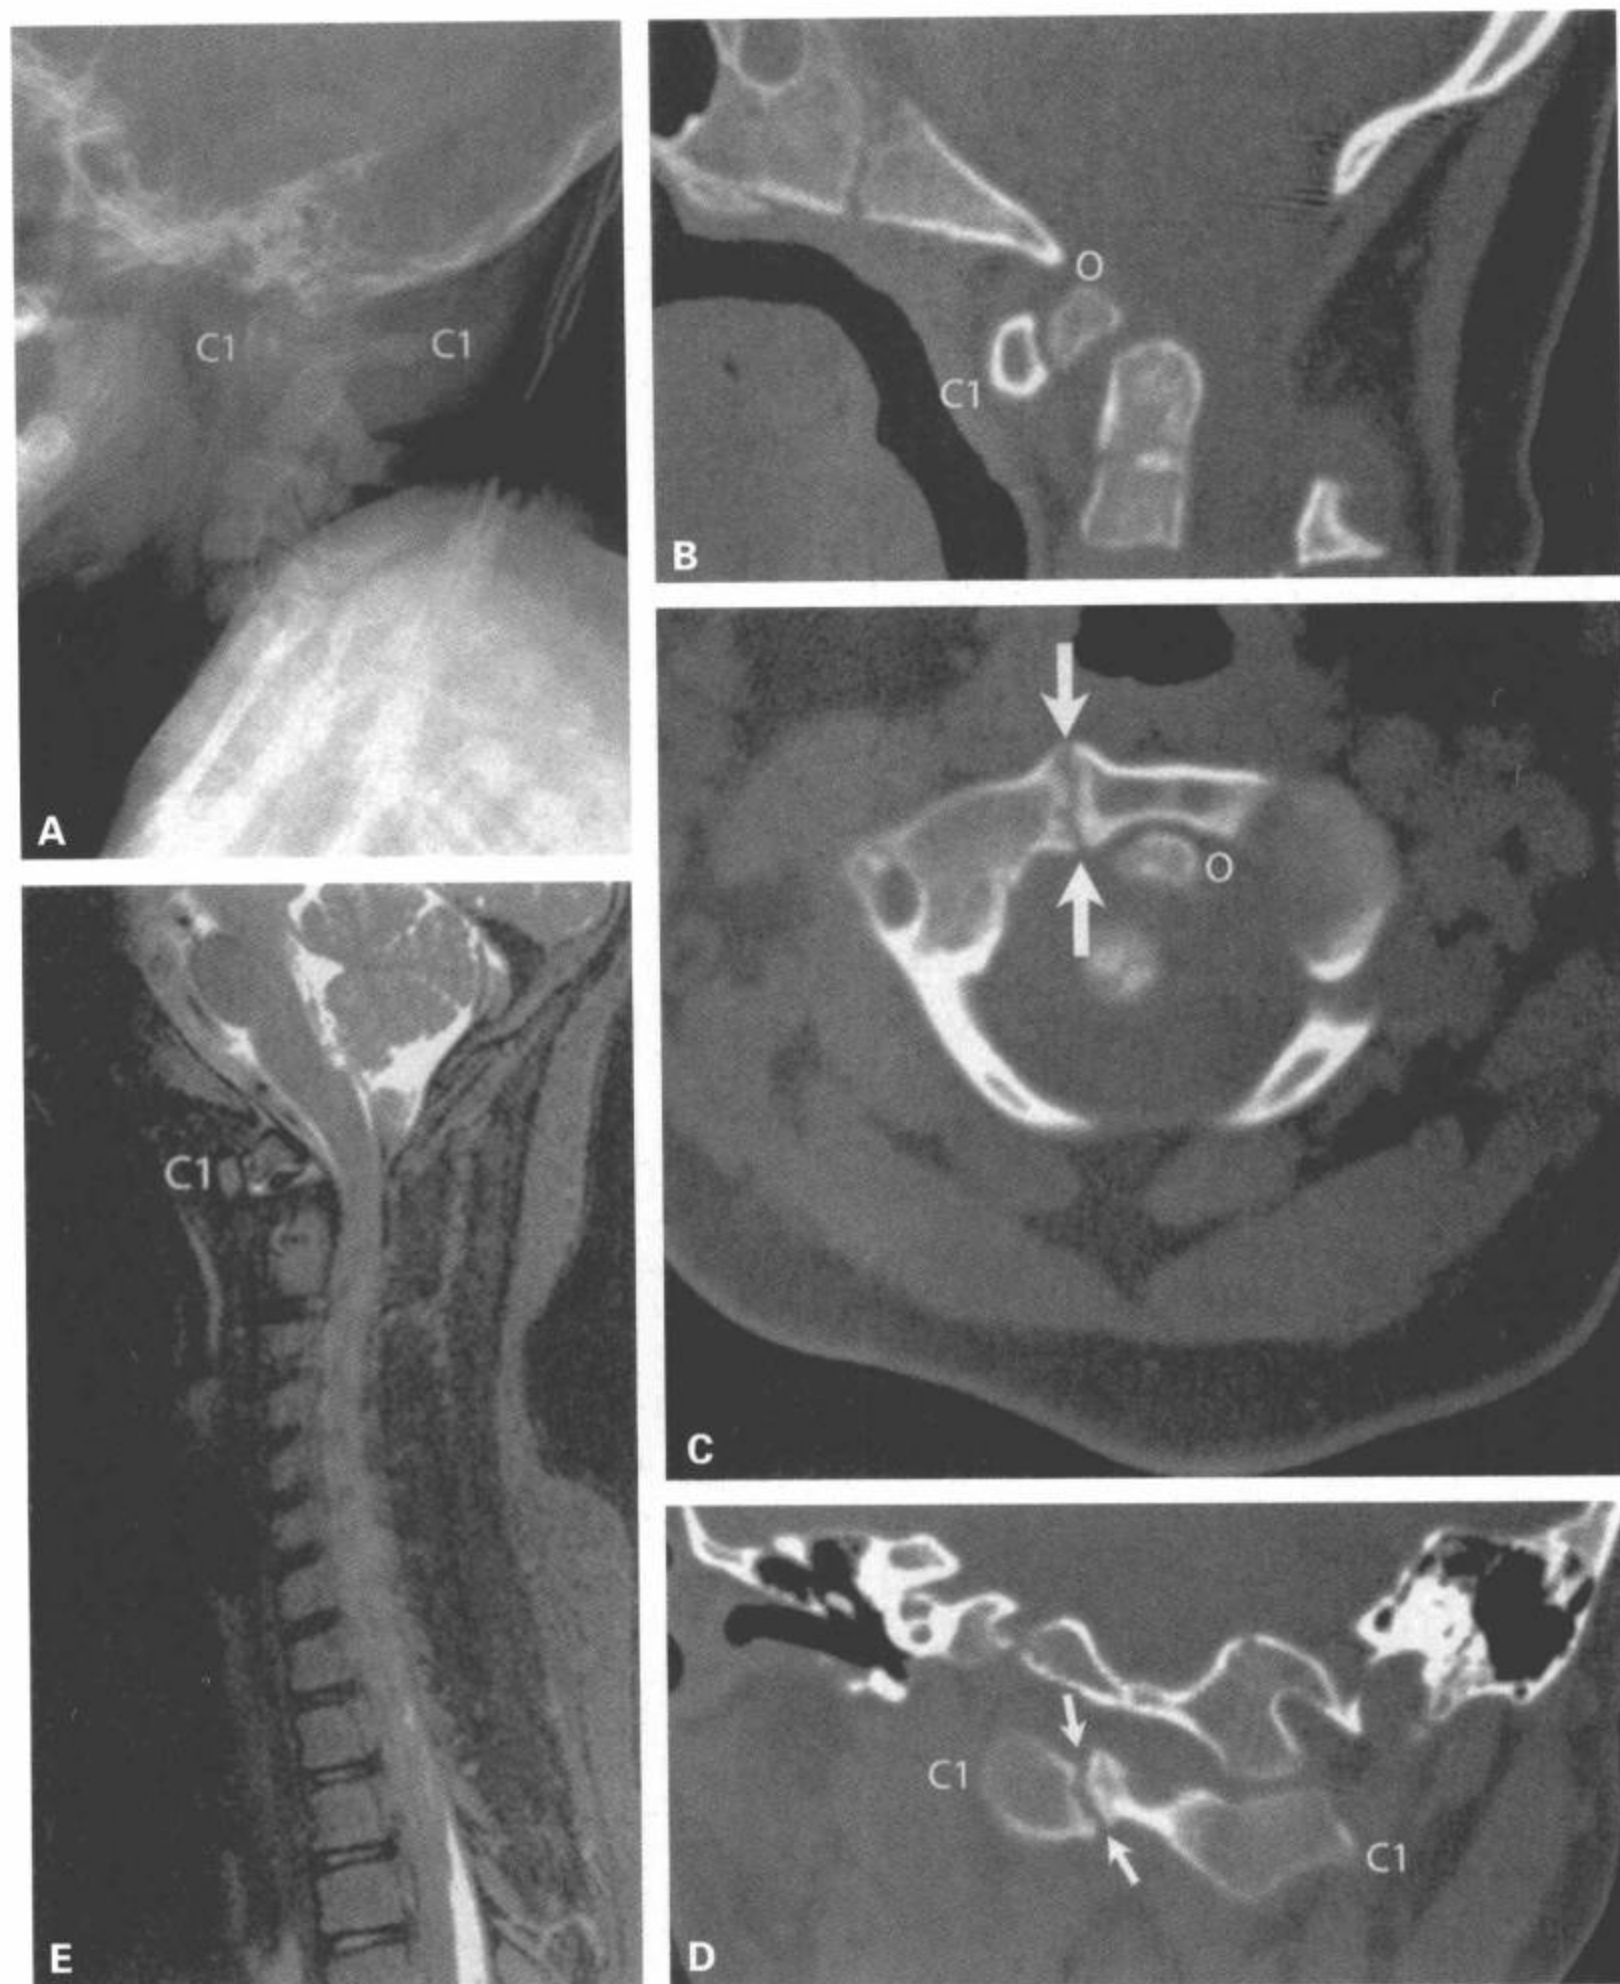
与陈旧性创伤（I型齿突骨折）相比拟的，继发于先天异常（齿突骨）的异形的C1-C2结合部。7岁半的21-三体综合征病人跌落后的情况。颈椎侧位片（A）显示颈椎异常前凸。C1前弓向前移位伴C1后弓骑跨，从横断面CT上重组的矢状面图像（B）再次确认了C1前弓前移。齿突顶部（标记O）向腹侧移位并与C1前弓一起移位。CT横断面（C）确认了上述的表现。另外，可见异常的C1前弓部分骨不连（C中箭），这在同一CT的冠状面重组图像（D）得到证实（D中箭）。颈椎矢状面T2加权图像（E）显示无明显软组织异常或C1-C2骨髓内的信号异常，提示不存在急性损伤。
